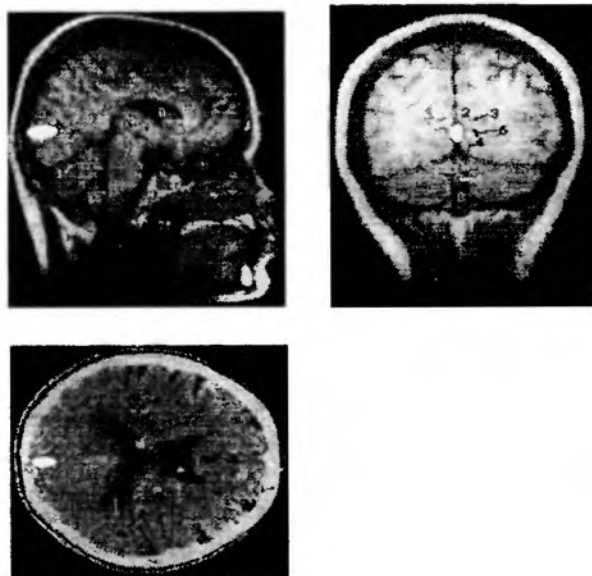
Результаты трехмерной локализации источника Р100 у здорового испытуемого при использовании однодипольной модели (А), и наложение результатов локализации компонента Р100 на МРТ в трех аналогичных проекциях (показано светлым овалом) (Б).
